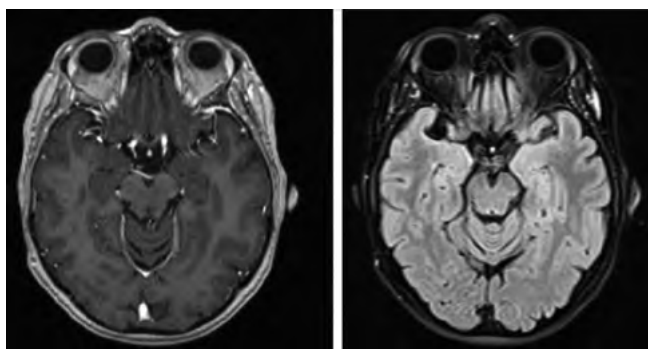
МРТ головного мозга пациентки С. в режимах T1 и T2 от 10.01.2020.
